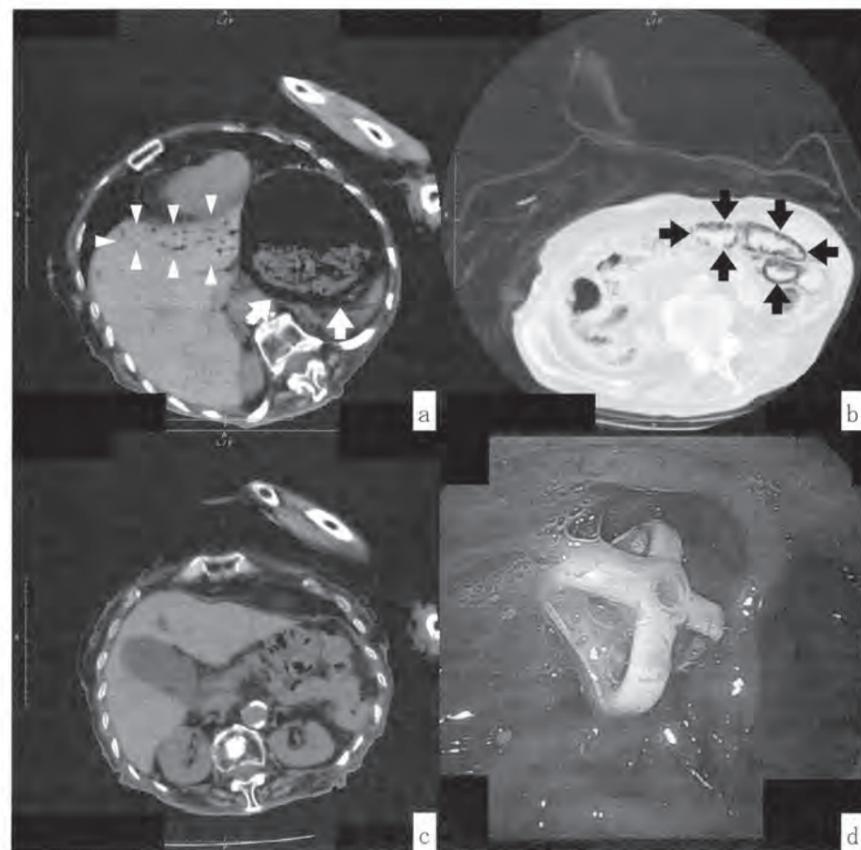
2020年11月消化管気腫発症時とその後画像所見: a PCI発症時CT横断面, b PCI発症時単純CT横断面 (aより尾側 肺野条件): 肺野に特筆すべき変化は認めなかったが, 胃 (白矢印) および一部小腸 (黒矢印) の壁内に気腫と肝左葉に門脈ガス (白矢頭) を認めた, c フォローCT横断面 (aとほぼ同レベル): 気腫および門脈ガスは消失していた, d フォローCTと同日に施行した上部消化管内視鏡検査: 上部消化管内視鏡検査でも気腫を思わせる所見は認めず, バンパーの埋没も認めなかった.
